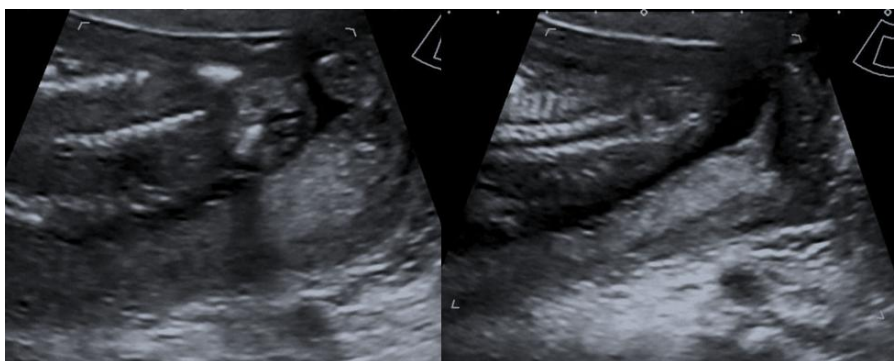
USG fetală la 12 săptămâni: diagnostic sugestiv de spină bifidă.
